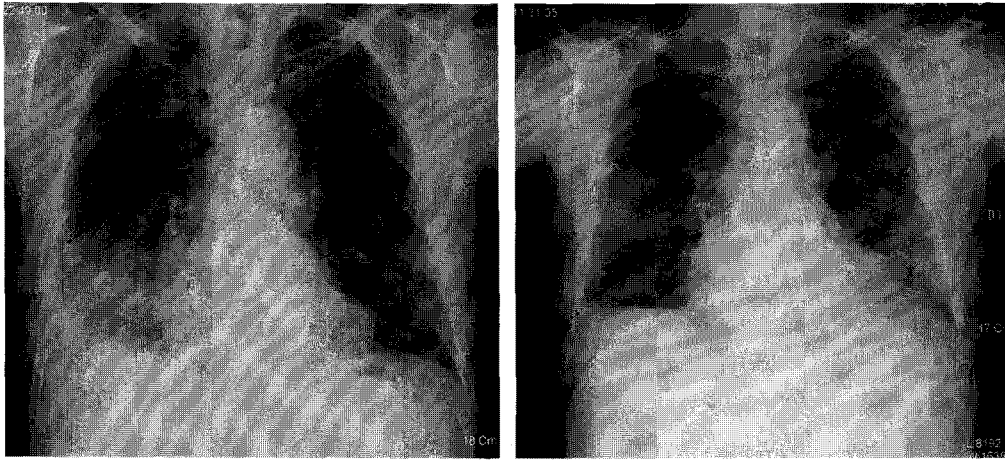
(A). Chest radiograph shows a small amount of pleural effusion and patchy opacity in the right lower lung zone. After steroid therapy, the lesions improved(B).
